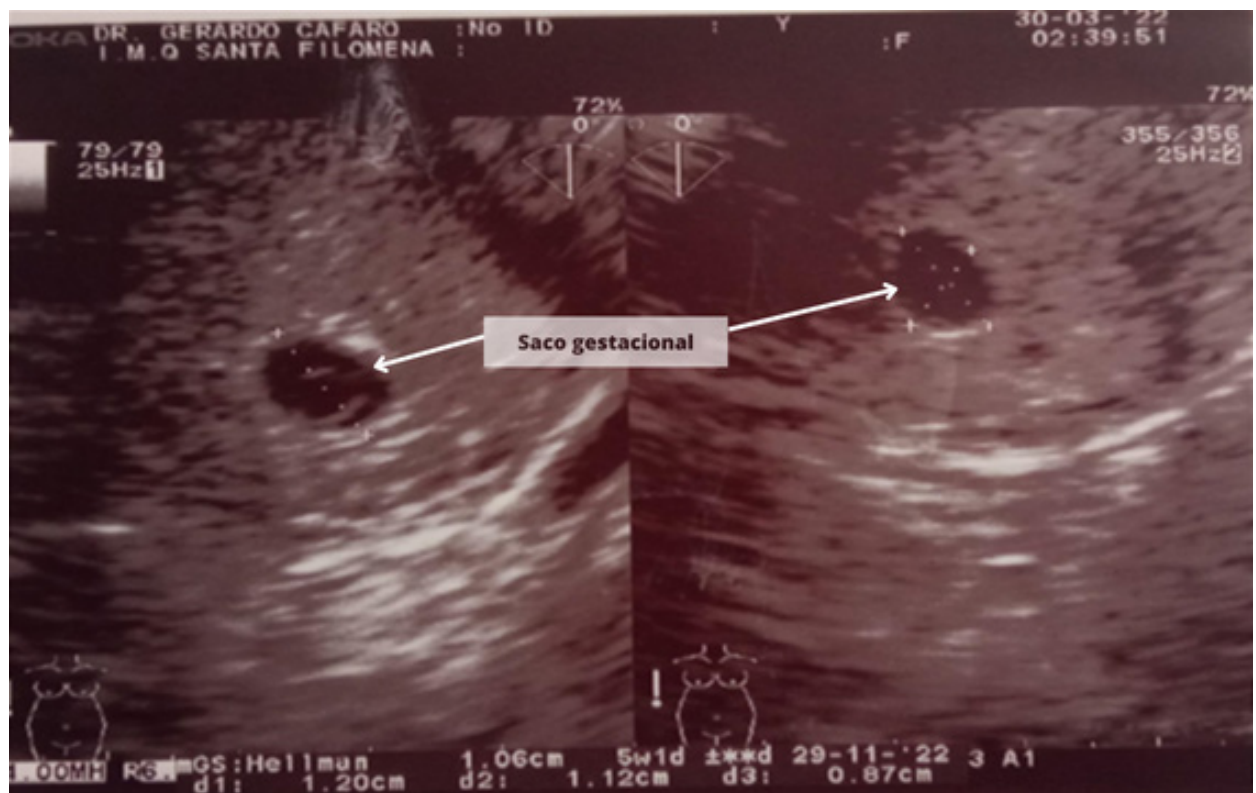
Ecografía a la quinta semana.
